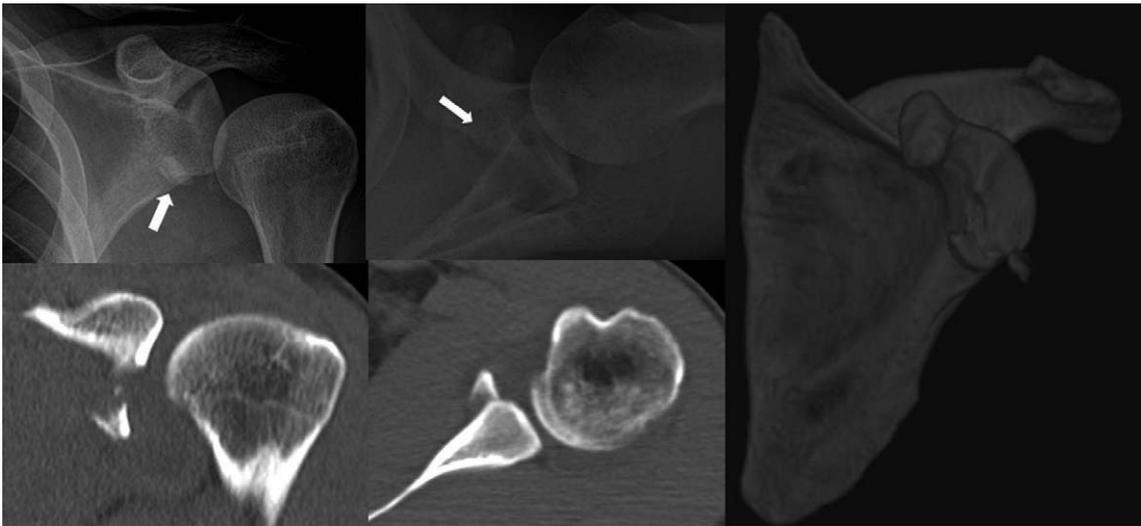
Simple radiographs and CT scans revealed an Ideberg type-Ia displaced anterior glenoid rim fracture with comminuted fragment.
